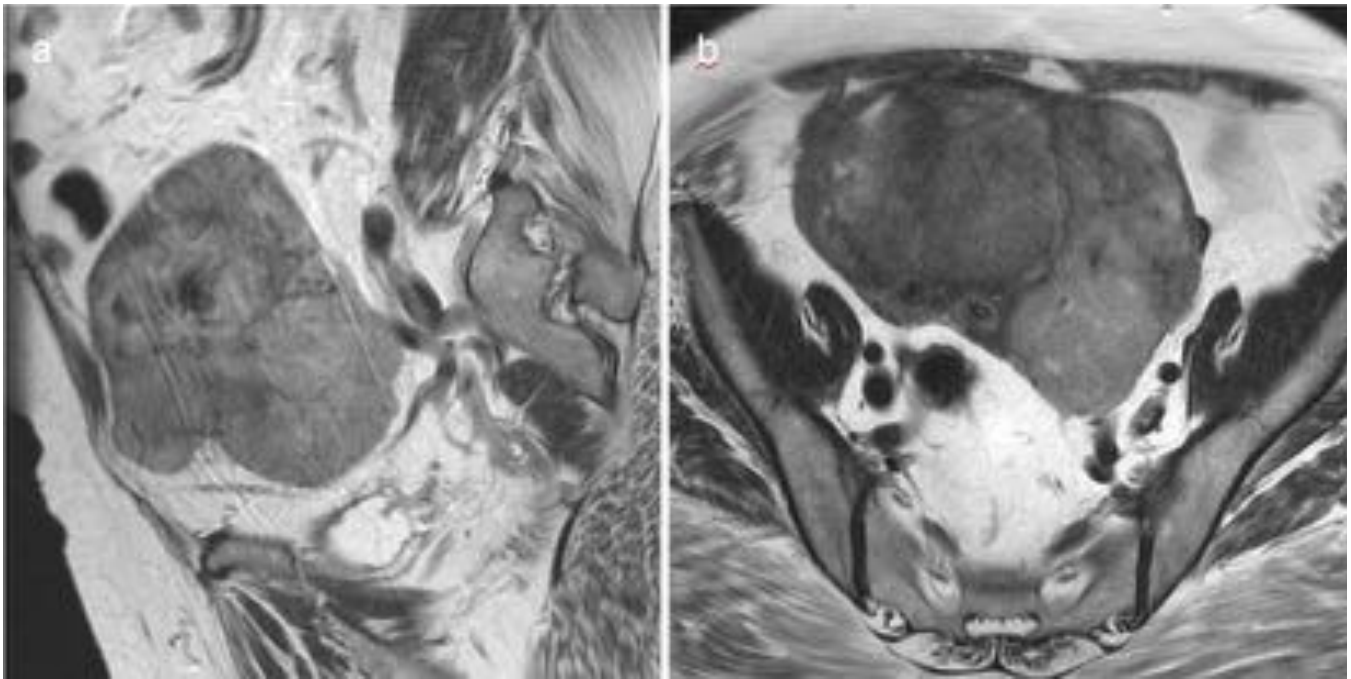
Fig 15 Caso 4. Mujer de 64 años, sin antecedentes médicos reseñables, que acude por dolor e hinchazón abdominal en los últimos meses. Útero de aspecto poliomatoso. RM pélvica con imágenes potenciadas en T2, en el plano sagital (a) y axial (b) muestra un útero aumentado de tamaño con distorsión de su anatomía por la presencia de múltiples nódulos intramurales y subserosos, con captación similar al resto del miometrio
